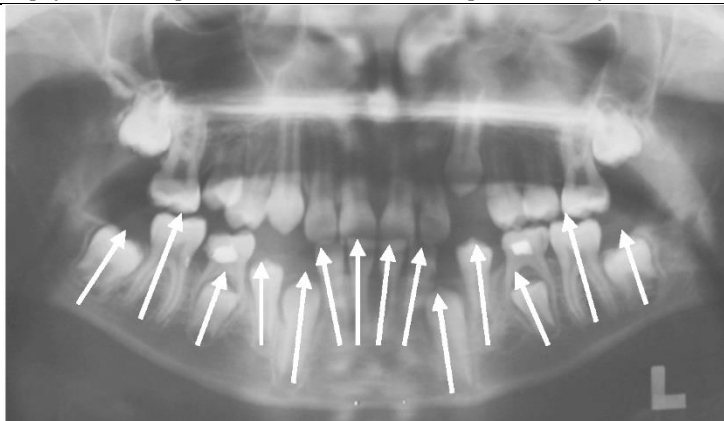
Ортопантомограмма пациента Р.А. в возрасте 10 лет
